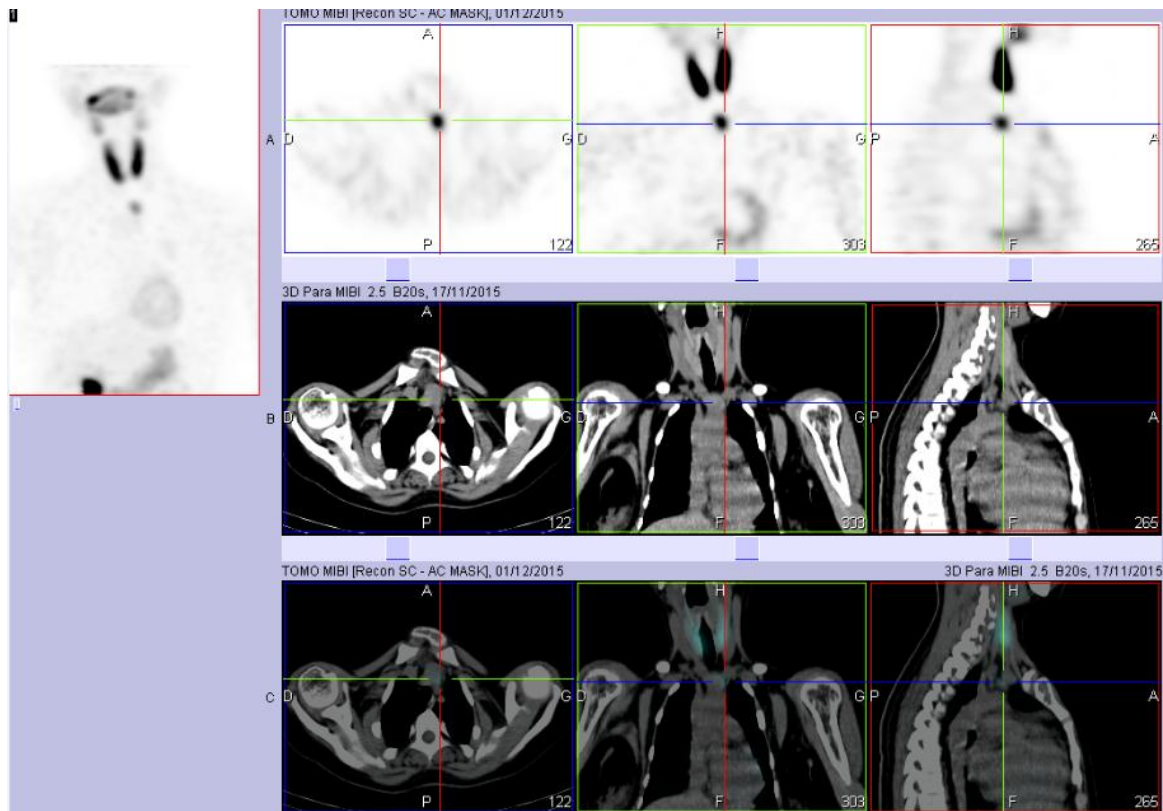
TEMP TDM : l'hyperfixation correspond à une lésion ovale tissulaire mesurant 15 × 20 mm en position sus sternale.
